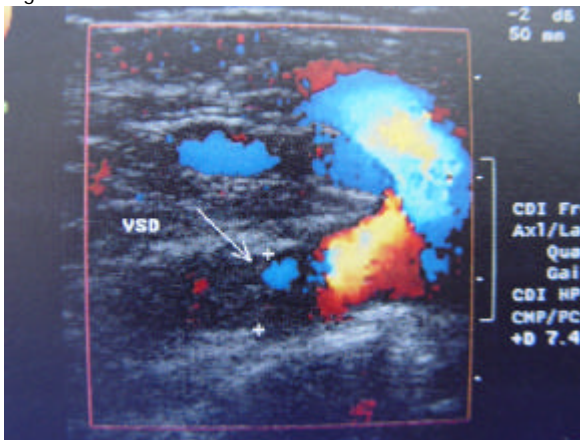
Ultra-som Doppler colorido de trombose de veia subclávia
